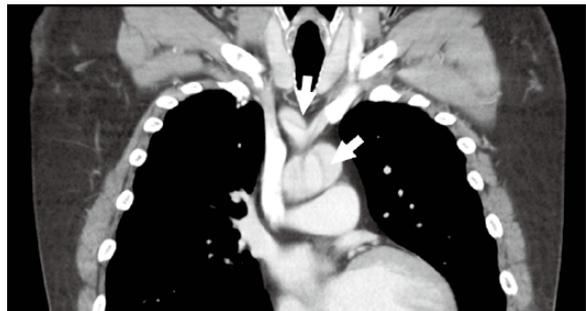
造影CT画像。頸部3分枝に解離が及んでいた(矢印)
